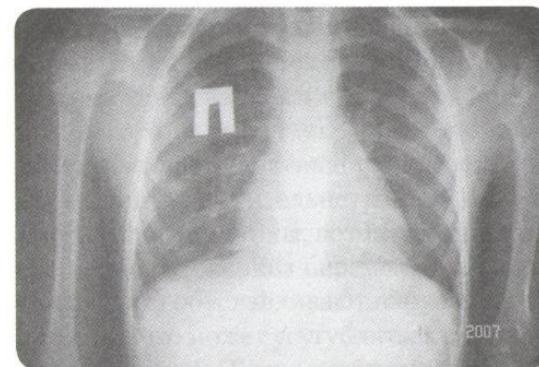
Деформация проксимального отдела, укорочение левой плечевой кости. Рентгенограмма
